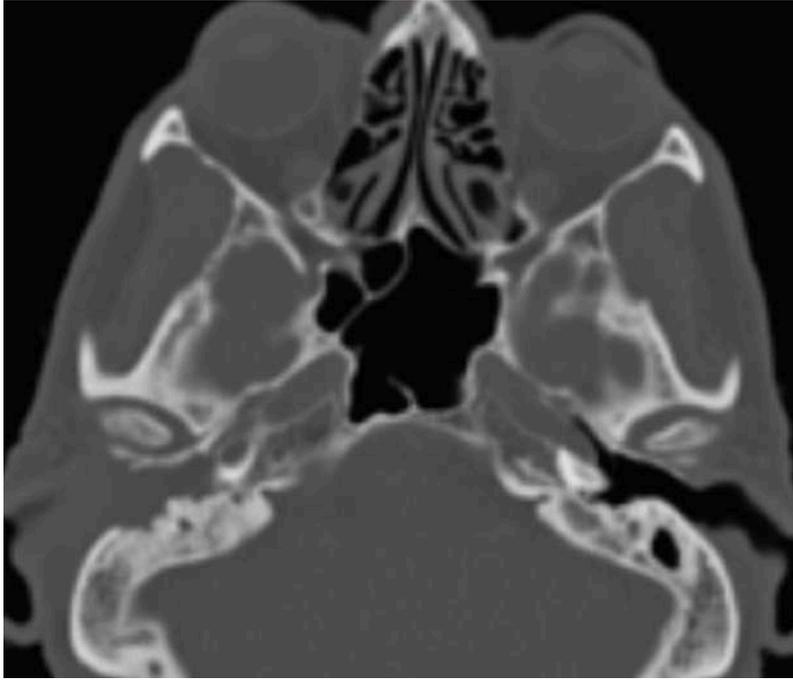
Tomografía de oídos simple y contrastada, con lesión densidad de tejidos blandos en la totalidad del conducto auditivo externo derecho, incluyendo erosión ósea, y que refuerza con el medio de contraste. Se observó ocupación completa del oído medio.
